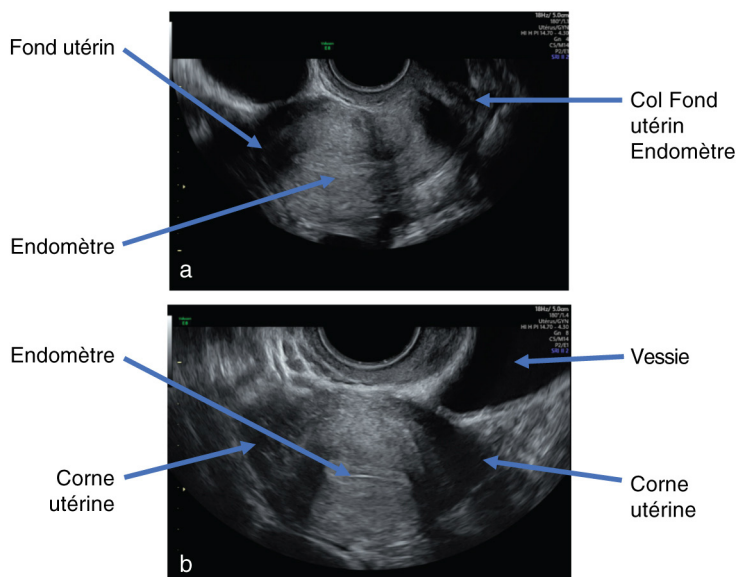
Échographie par voie vaginale : utérus en coupe sagittale (a) et en coupe transversale (b).
